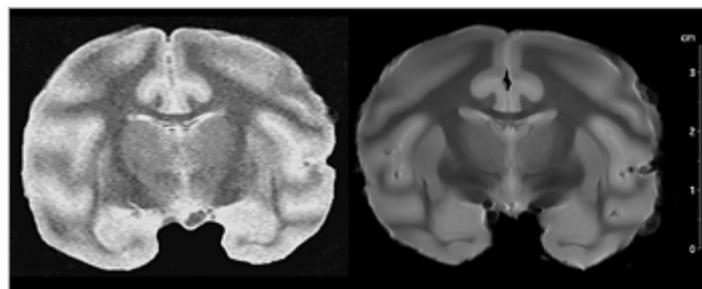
臨床用MRIシステム(1.5T)の限界条件で撮影したアカゲザル脳標本左、と同じ条件で撮影した本システム(7T)の画像[HI37]右との比較 [HI38]
